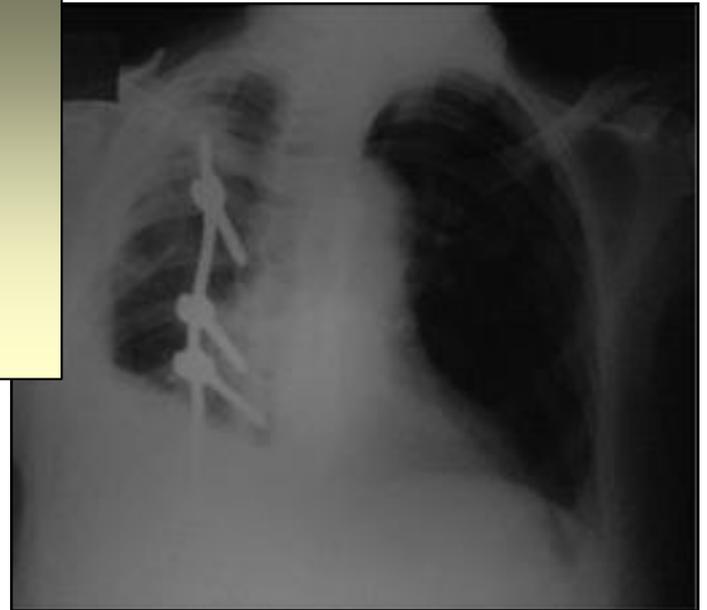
Radiografía de ingreso el 24-07-2010.
